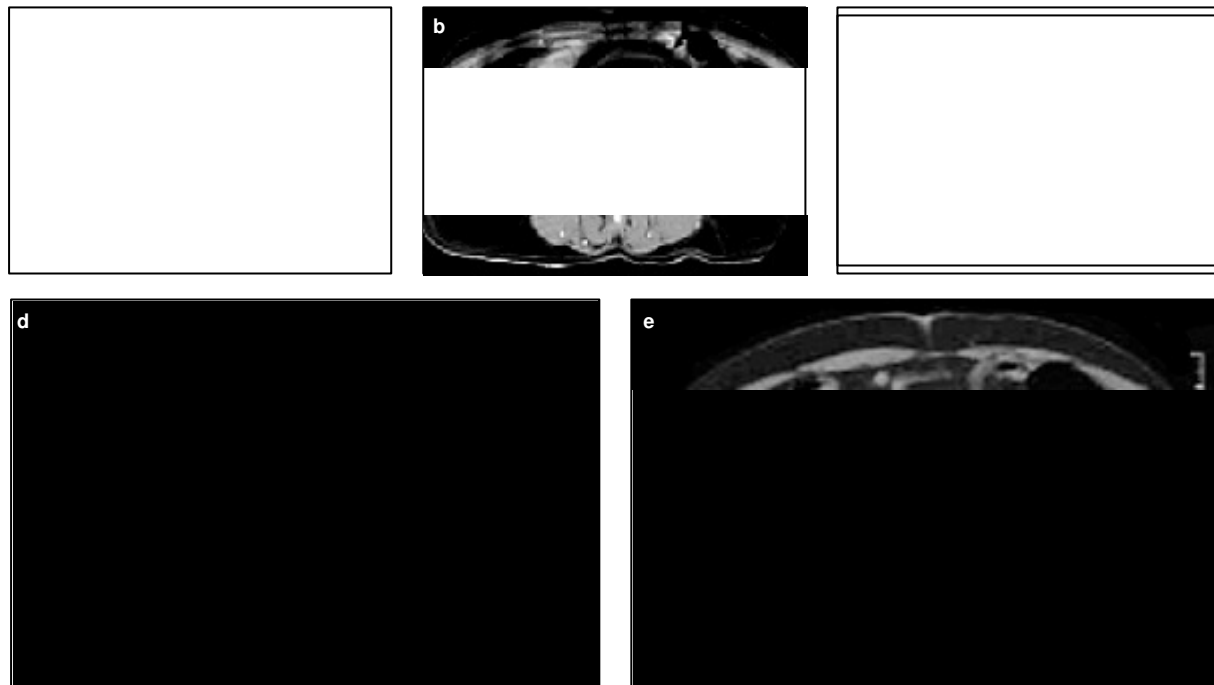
Reducción del diámetro del aneurisma (diámetro máximo).^a TC basal. ^b TC a los 3 meses. ^c TC a los 6 meses. ^d TC a los 12 meses. ^e TC a los 18 meses.
